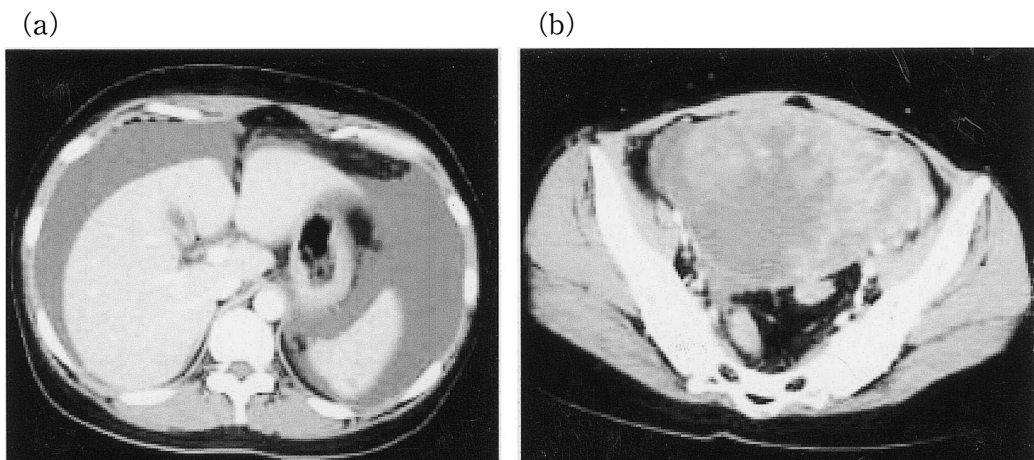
Abdominal CT scan demonstrated a large amount of ascites (a) and huge abnormal mass in the pelvis (b).
